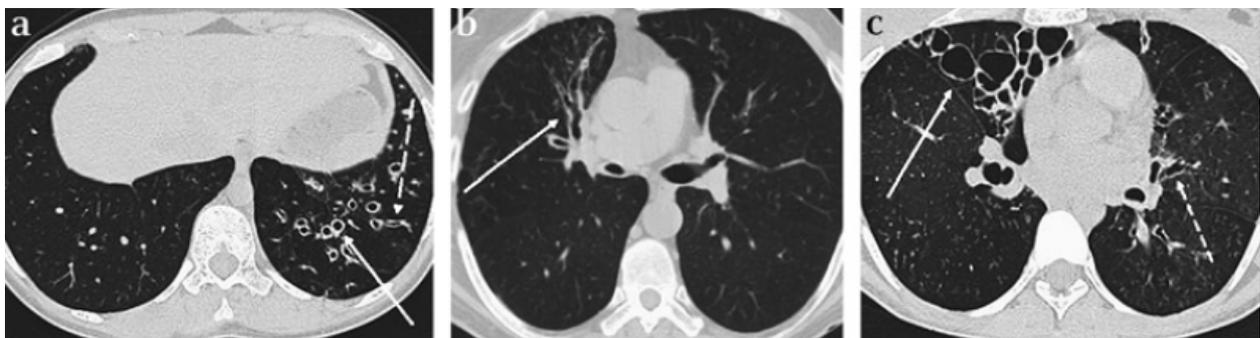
Bronchiektasen im CT-Bild
